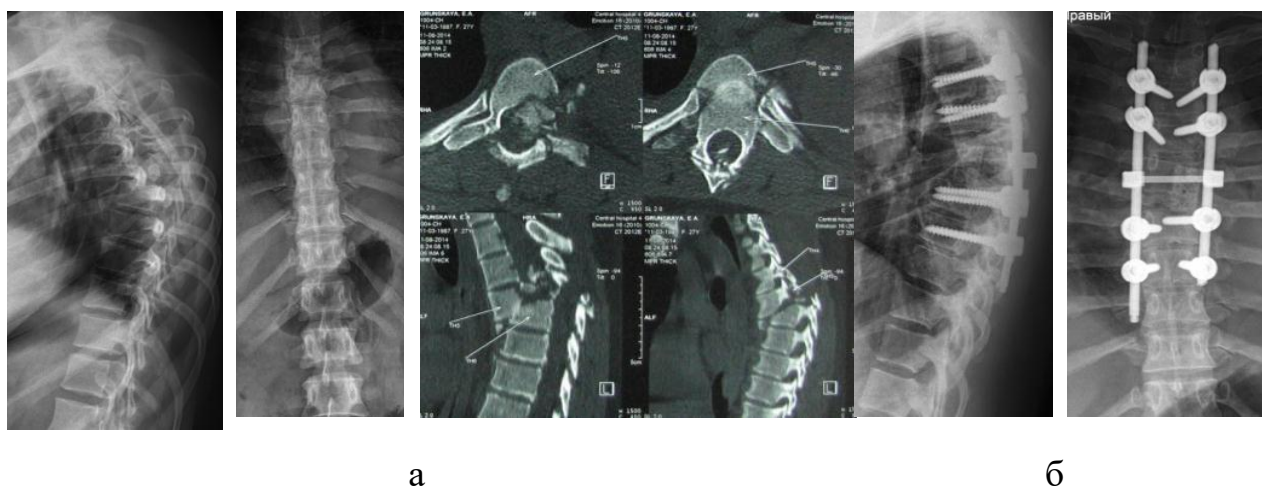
Рентгенограми та томограми хворої Г., історія хвороби № 86327 до (а), після (б) хірургічного втручання
